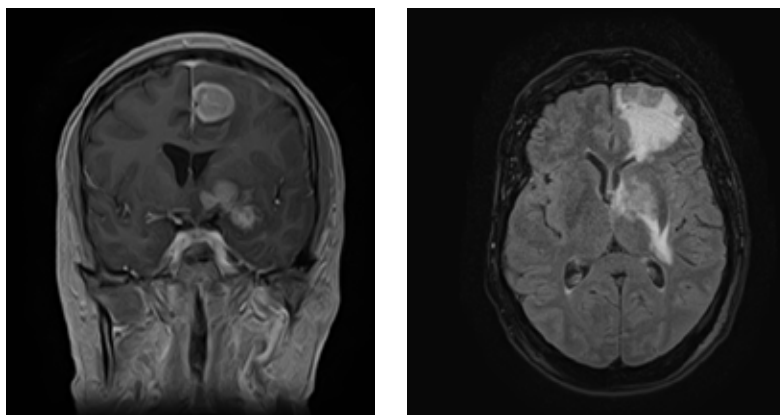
МРТ головного мозку (22.12.2022 р.) пацієнта К., T1 та Flair режими. Об'ємні утворення лобної та скроневої часток, базальних гангліїв лівої гемисфери з вираженим перифокальним набряком, мас-ефектом
